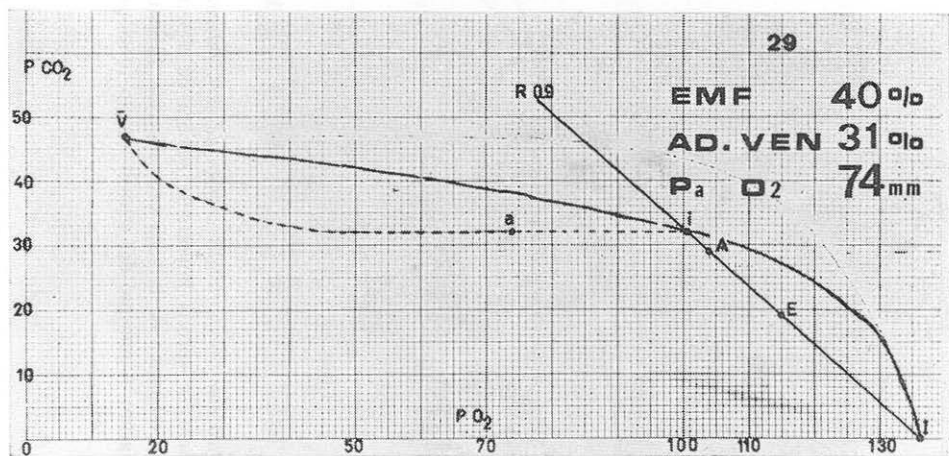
NÚM. 19. CASO NÚM. 29.—*Embolismo pulmonar recidivante en enfermo con cardiopatía valvular mitro-aórtica con flebotrombosis de extremidades inferiores. Insuficiencia cardíaca congestiva y respiratoria progresivas.*—En la RG de 7-I-69 (a) se aprecia enorme infarto y atelectasia de base derecha con hipovascularización en las zonas superiores. La regresión es importante en la RG de 27-II-69 (b), donde se aprecia, además, imagen de dilatación y amputación pulmonar. Estas últimas se aprecian mejor en la tomografía de la misma fecha (d). En el tomograma de un plano más posterior (c) se ve imagen que simula exudado interlobar, pero que, a nuestro juicio, corresponde al infarto paracisural en regresión probablemente. El gamagrama confirma el embolismo con su importante defecto de perfusión derecha, especialmente basal, así como dos pequeñas embolias corticales izquierdas. El estudio funcional demuestra aumento del espacio muerto funcional, admisión venosa anormal, hipoxemia (74 mm.), que no se corrige más que parcialmente con oxígeno (384 mm.).
